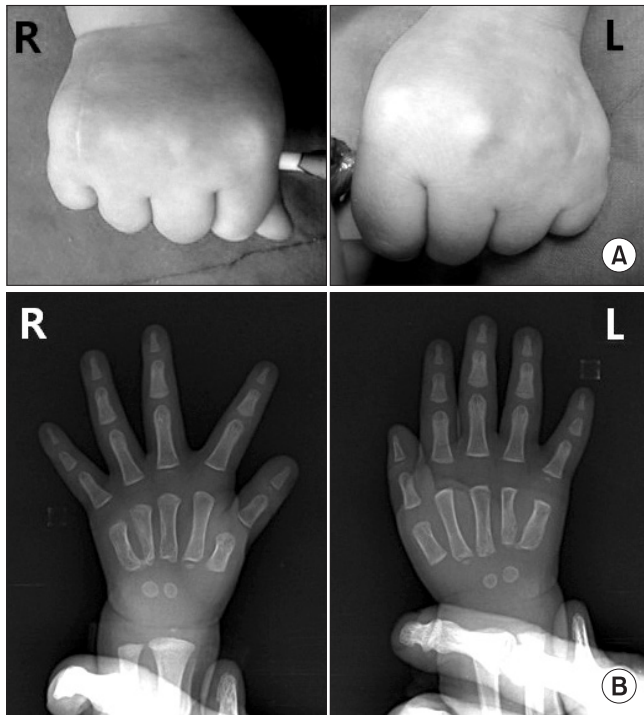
Postoperative evaluation. (A) Clinical photo of the patient at final follow-up shows functional improvement with corrected deformity. (B) Final radiographs show no recurrence.
